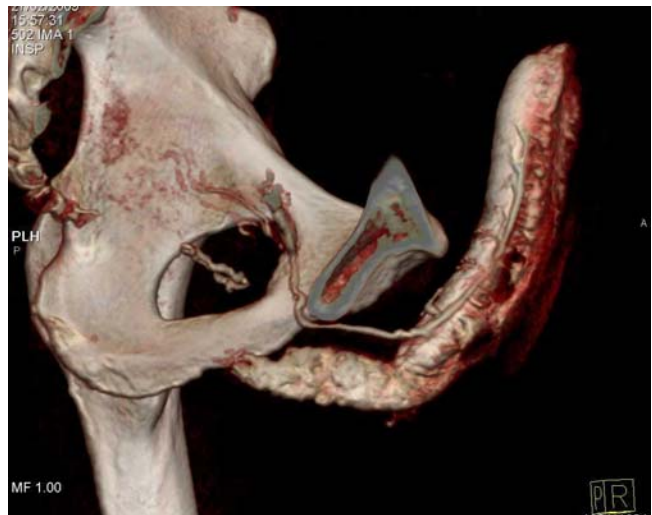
image TDM d'un patient de 45 ans. DE primaire. Fuite veineuse exclusive par le réseau profond. Exemple du groupe B. EHS=2
